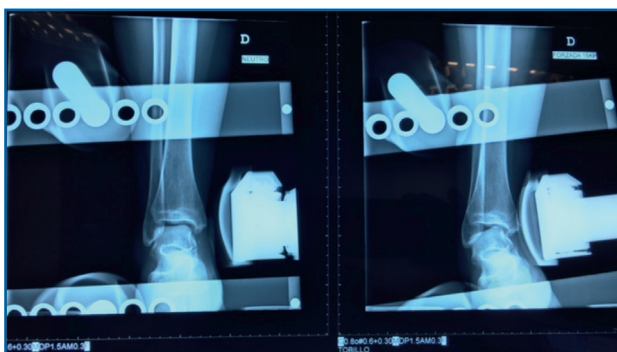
Radiografía en varo forzado. Tienen valor diagnóstico si son positivas. El varo forzado es positivo si existe un varo $> 15^\circ$ o una diferencia de $> 10^\circ$ respecto al tobillo contralateral.
